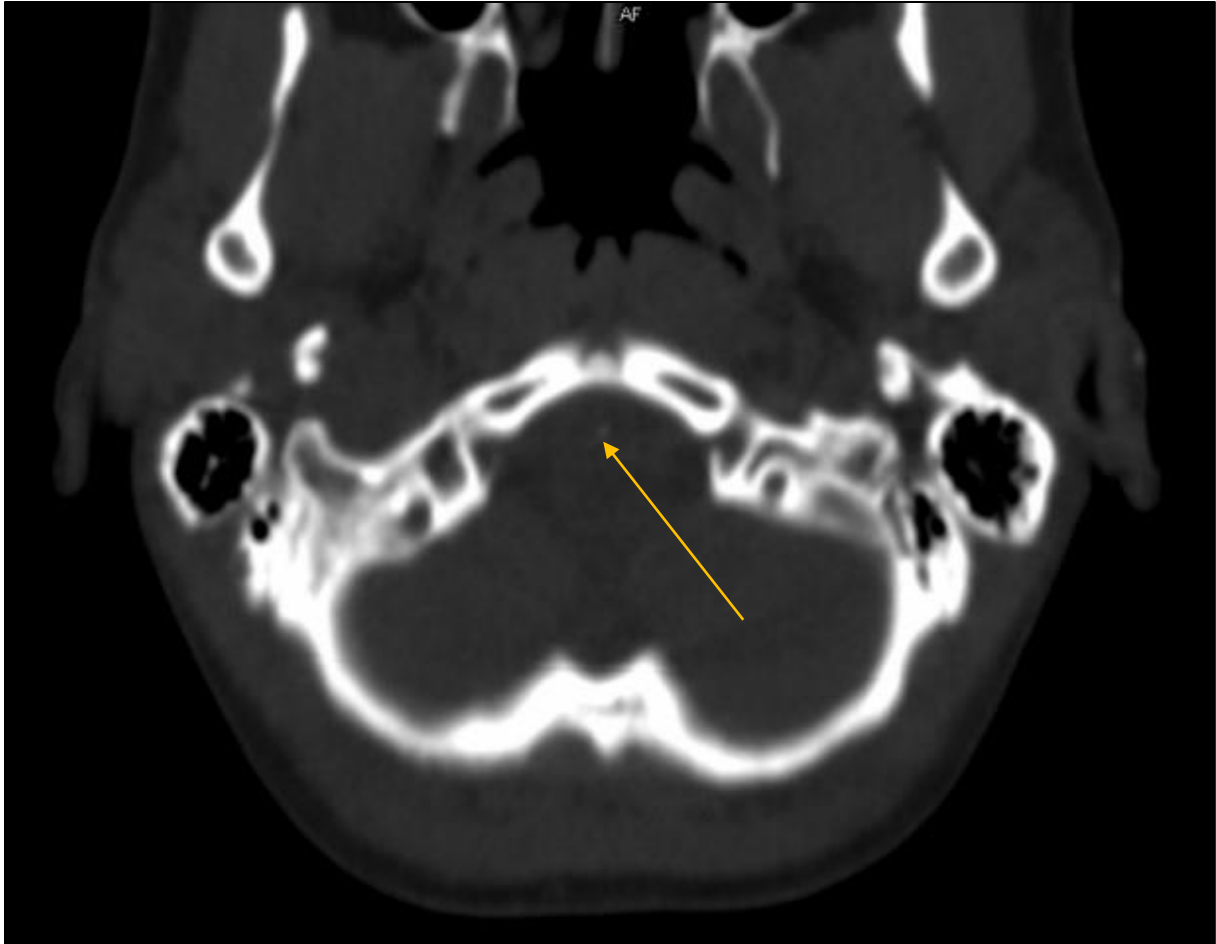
Darstellung des Fremdkörpers in Höhe Kleinhirn/Mastoidzellen; letzte, während der Begutachtung durchgeführte CT-Untersuchung. Der Katheter ist im Querschnitt getroffen und stellt sich als kleine, runde Aufhellung dar.
